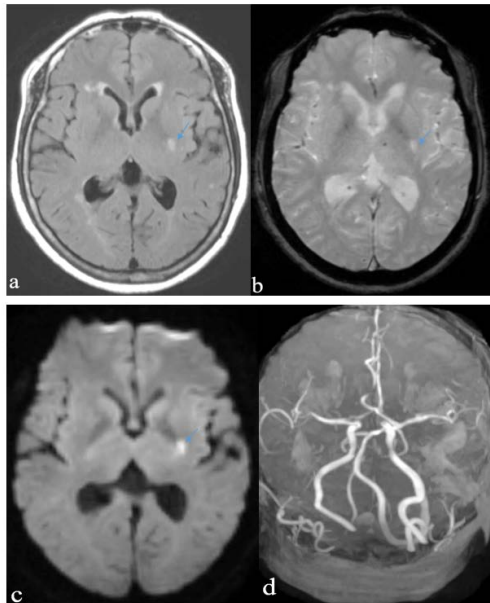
Coupe irm axiale cranio-encéphalique : infarctus lacunaire bras postérieur capsule interne gauche (flèche). Hypersignal FLAIR, T2* et diffusion (a, b, c), polygone de Willis normal (d).
